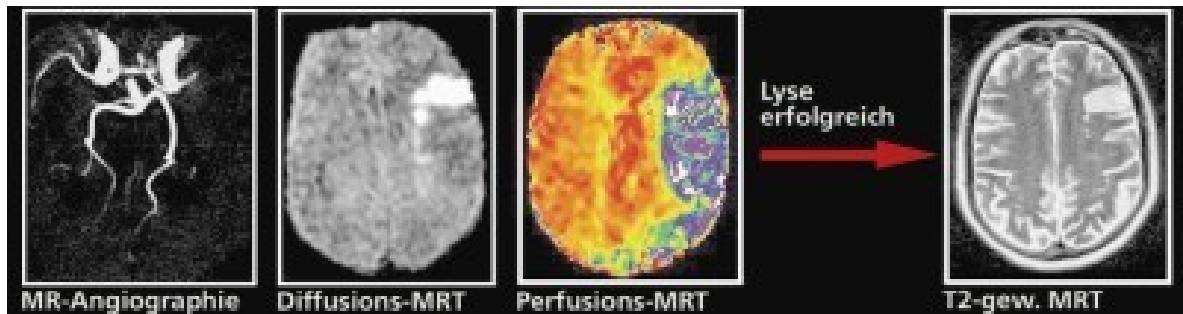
MR-Angiographie mit Mediaverschluss links; DWI umschriebenes Areal mit Diffusionsstörung; PWI mit wesentlich größeren minderperfundierten Arealen; T2 nach Lyse -> „tissue at risk“ konnte erhalten werden (34).
